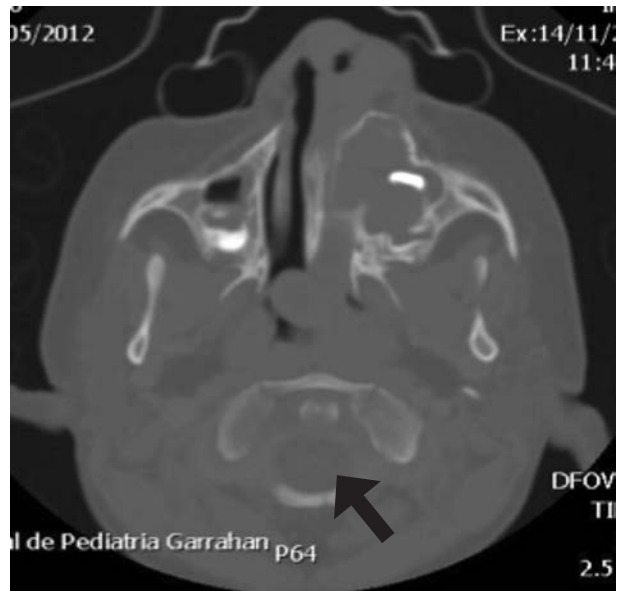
Tomografía computada de macizo craneofacial corte axial. Material con densidad de partes blandas que ocupa el seno maxilar izquierdo hipoplásico y se extiende hasta el cavum (flecha).
